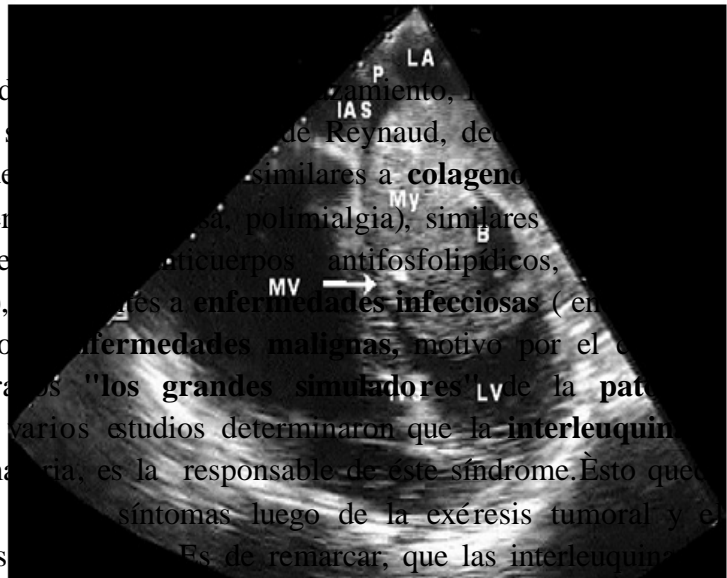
Obstrucción valvular aguda.Ecocardiograma.
